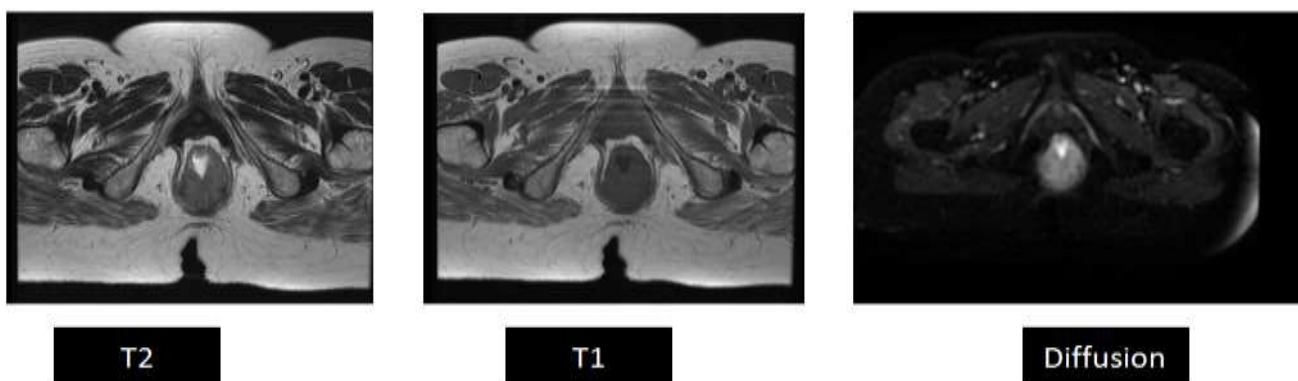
IRM pelvienne chez un patient de notre série (service de radiologie–CHU HASSAN II–Fès) :
